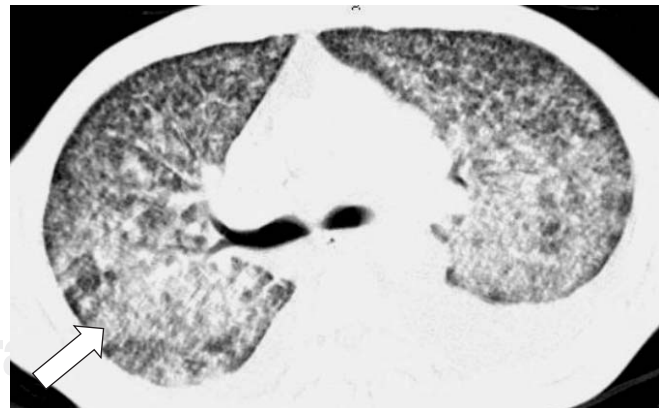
Corte de tomografía helicoidal de tórax en la cual observamos patrón micronodular diseminado con áreas confluentes que forman áreas de consolidación con broncograma aéreo (flecha).
